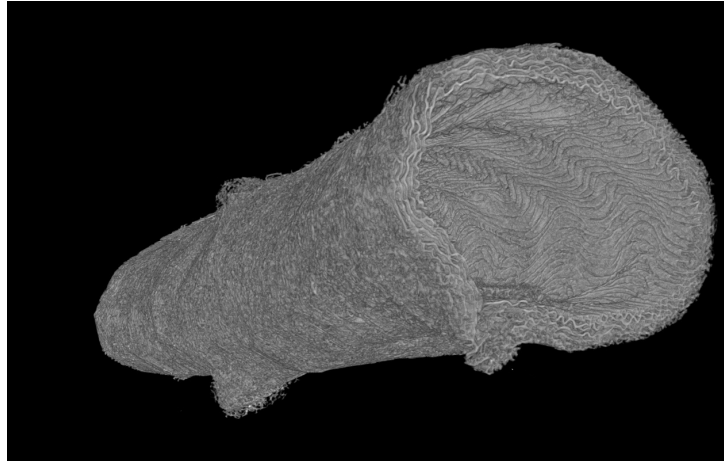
Reconstruction d’une paroi artérielle depuis une image micro-CT acquise sur synchrotron. Taille de l’image initiale : $2500 \times 2500 \times 2500 \simeq 1,5$ Gigavoxels ; résolution des voxels : $0.825 \mu\text{m}$.
